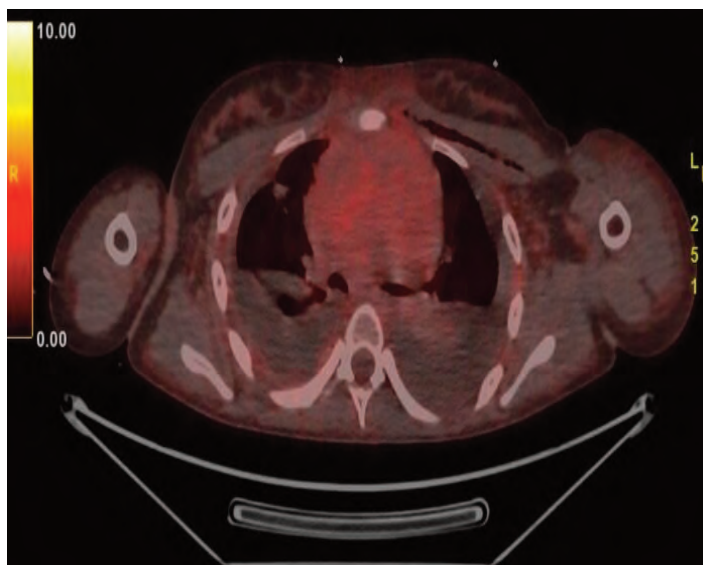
PET-TC. Masa tumoral de moderado-alto grado metabólico en mediastino prevascular anterior.
